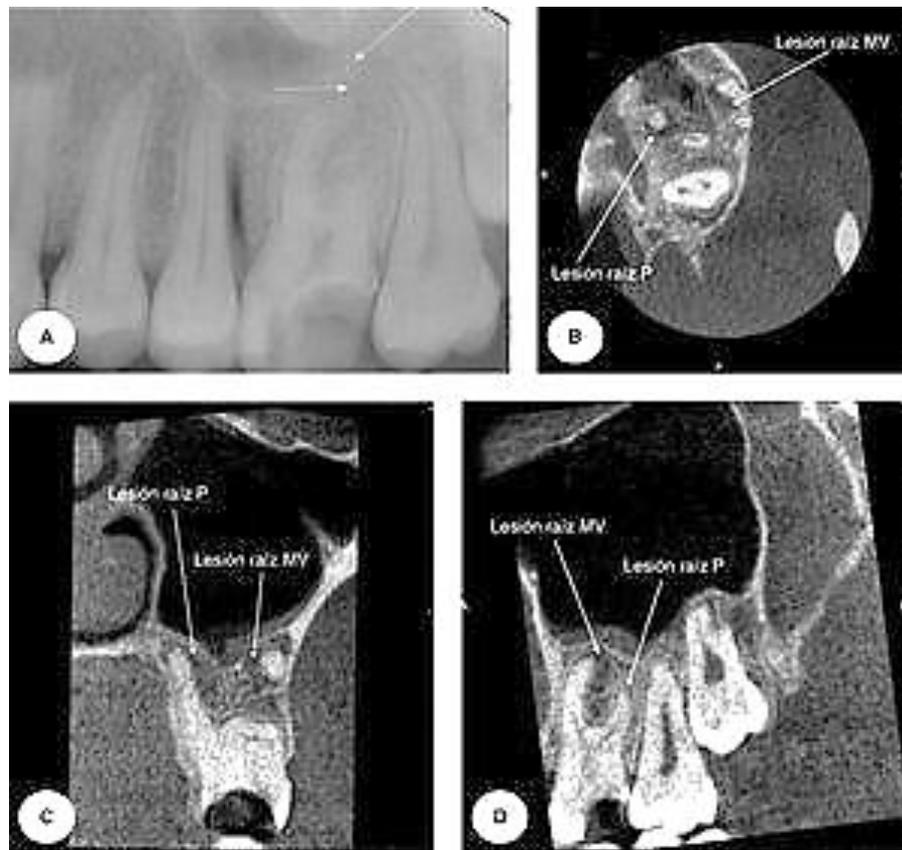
Comparación de la vista de las lesiones periapicales con el uso de radiografía periapical y una CBCT. ⁽³⁴⁾
